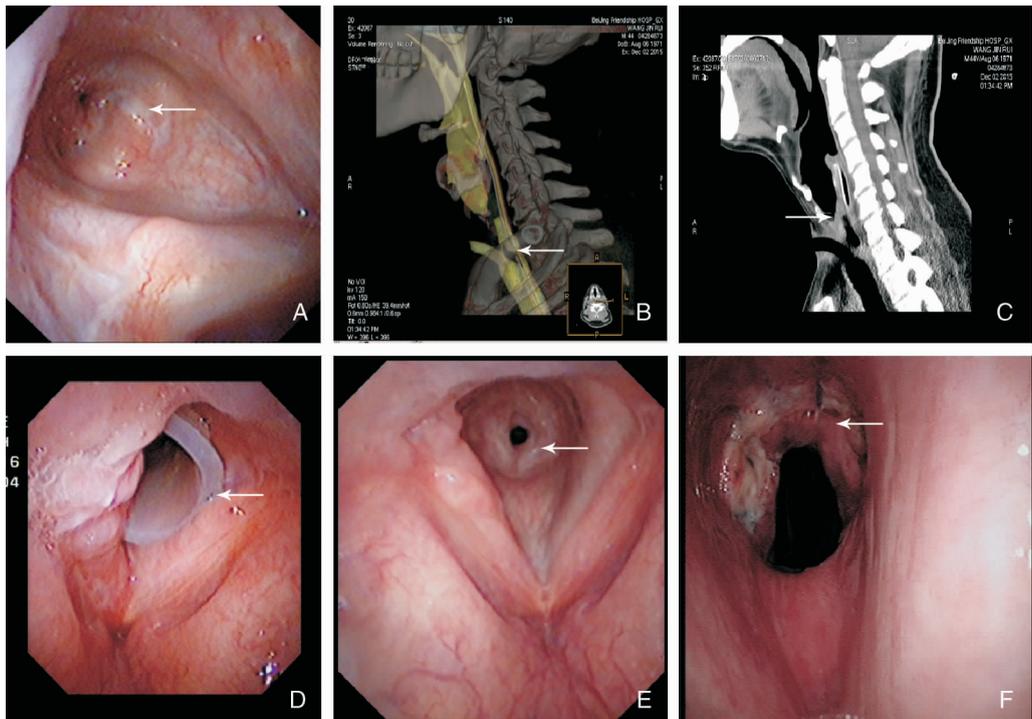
第6例患者影像学资料 A: 电子喉镜,箭头所示第1次手术前气管狭窄,Myer-Cotton 分级IV度; B: CT三维重建,箭头所示第1次手术前气管食管瘘位置; C: 矢状位CT重建,箭头所示第1次手术前气管狭窄位置; D: 电子喉镜,箭头所示第1次手术后T型管上端位置接近声带下表面,可见肉芽及水肿形成; E: 电子喉镜,箭头所示第3次手术前气管造瘘口上方气管环形狭窄,Myer-Cotton 分级II度; F: 电子喉镜,箭头所示第3次手术后1周,气管吻合口
